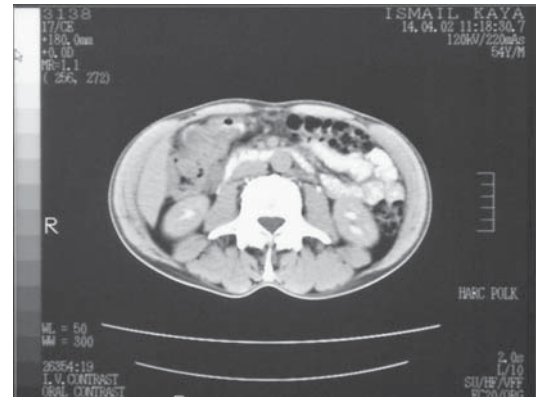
Abdominal BT. Tümöral kitlenin duodenum ve pankreası invaze ettiği ve sınırlarının net olarak seçilememektedir.
